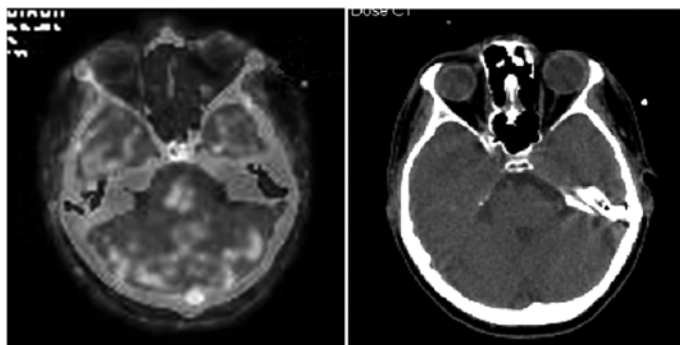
Получение изображения реперной точки от неактивного локализатора на совмещенных МСКТ-ПЭТ-изображениях
